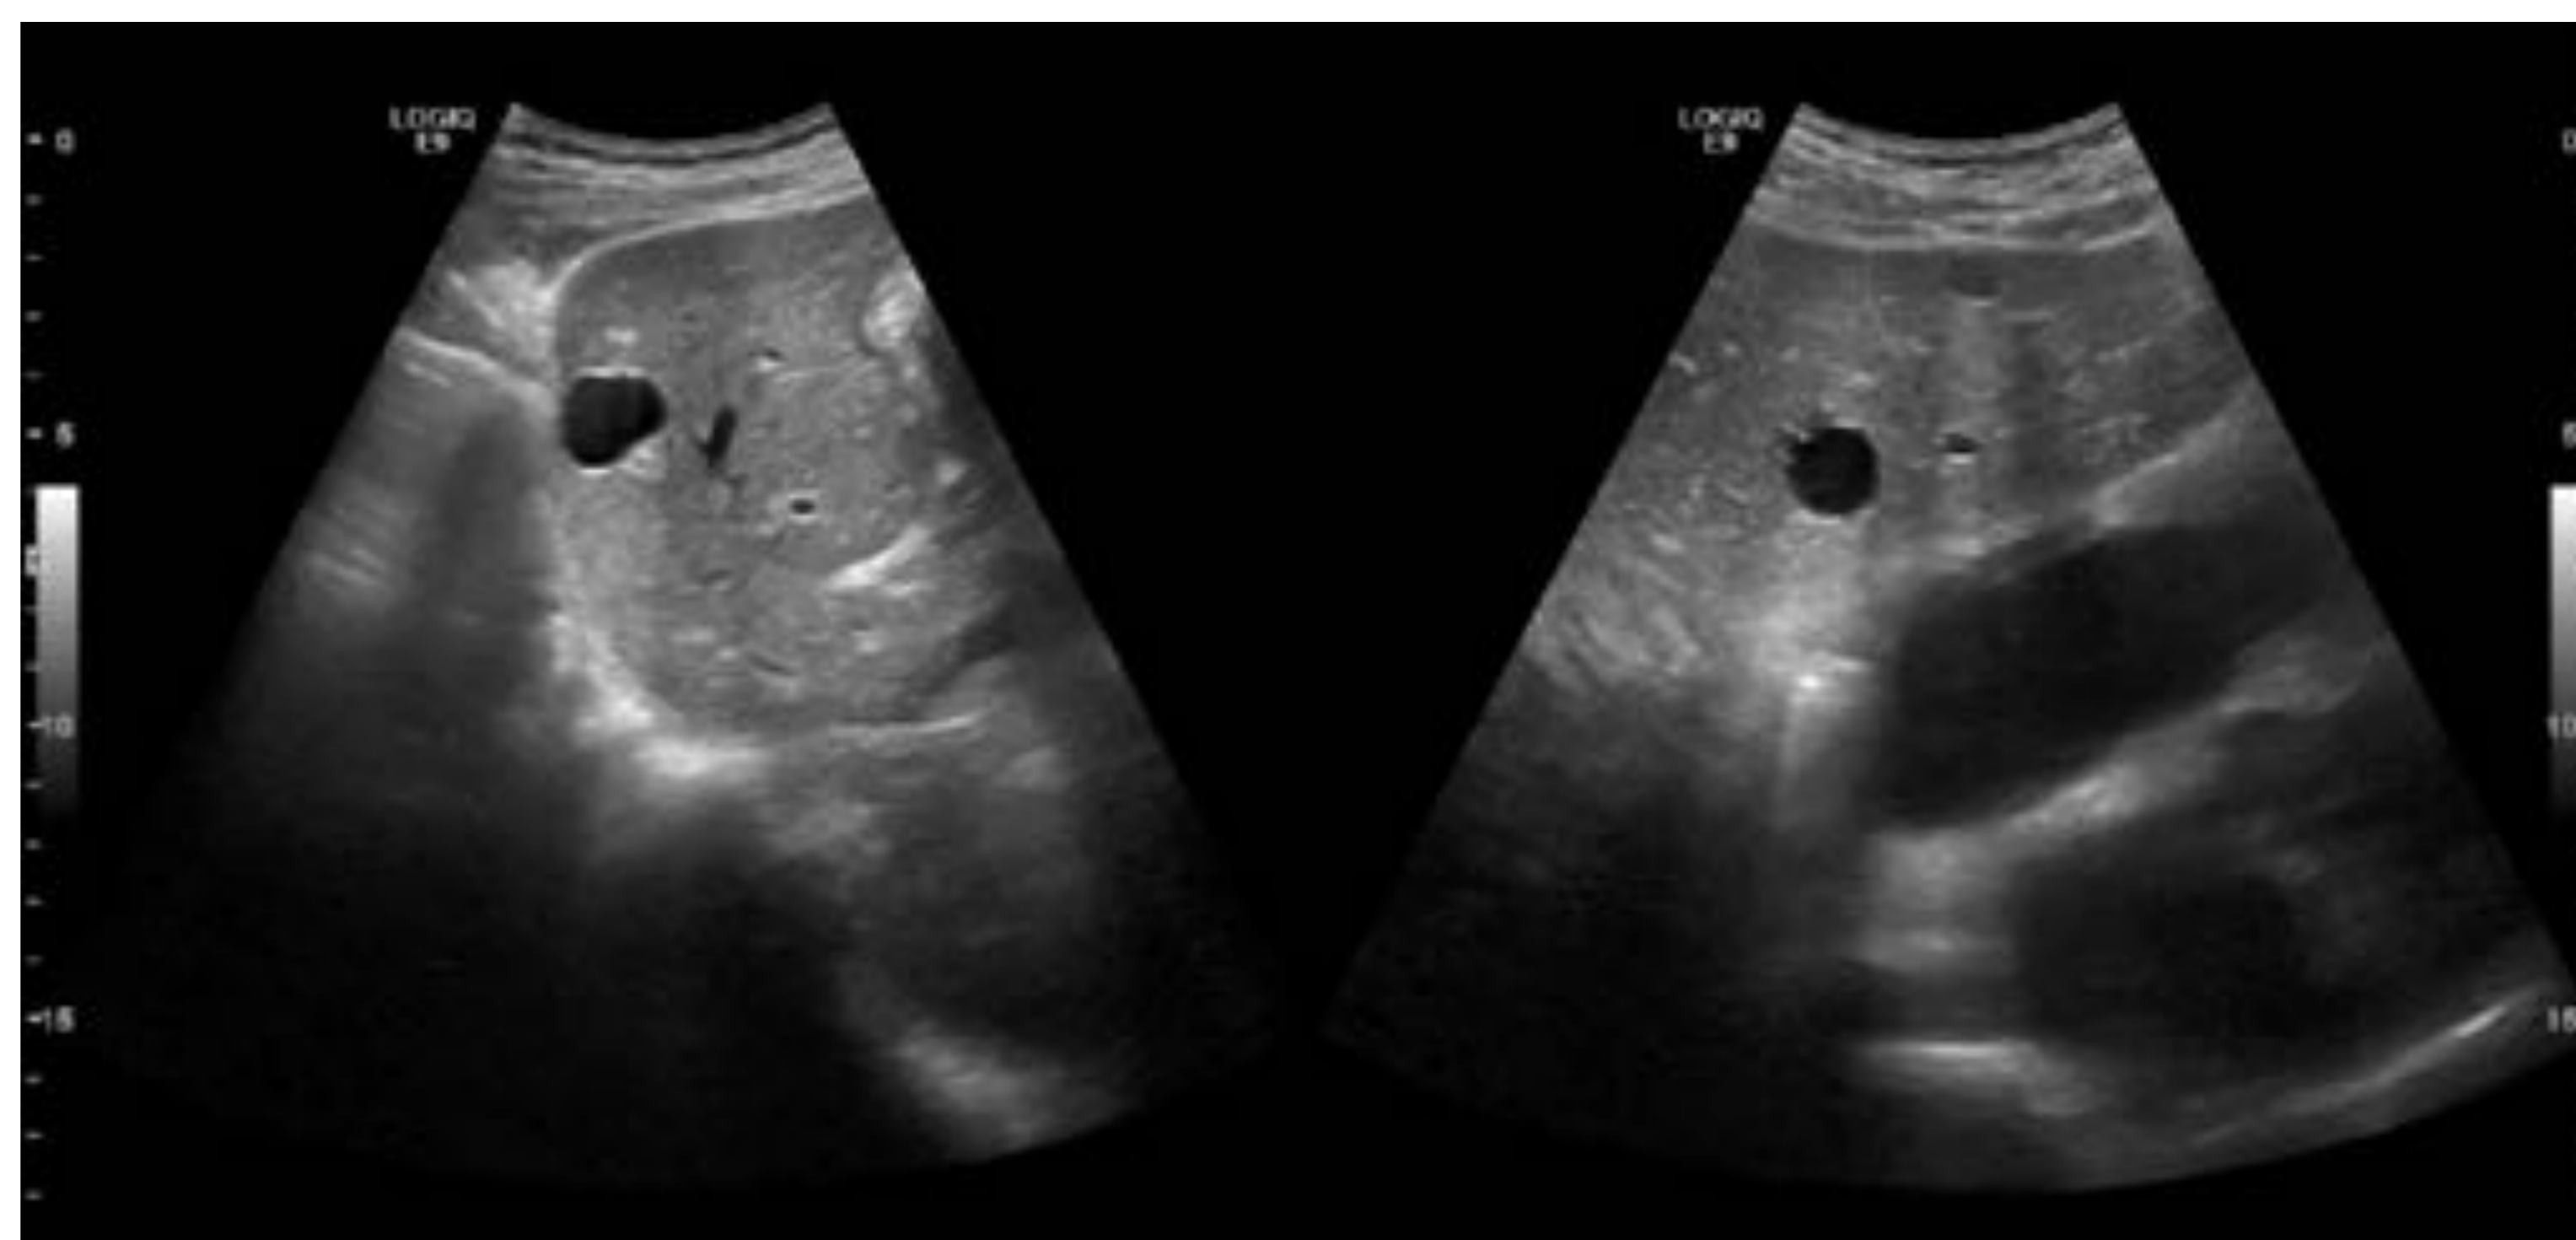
Quiste simple en ecografía: lesión anecoica con refuerzo acústico posterior
